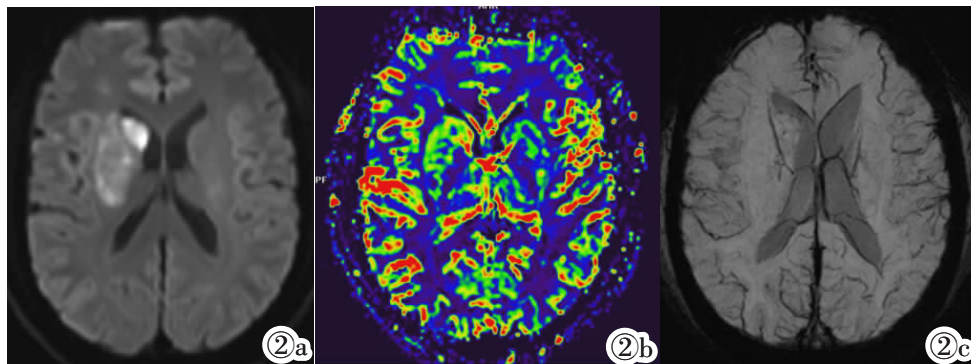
男,40 岁,ACI 溶栓后 6 h。图 2a:MR 检查 DWI 显示右侧基底节区斑片高信号;图 2b:ASL 成像显示脑梗塞区域呈高灌注,其边缘脑实质呈更高灌注区,提示溶栓后缺血后再灌注;图 2c:SWI 成像脑梗塞区见斑点微出血灶及增粗迂曲小血管影。
